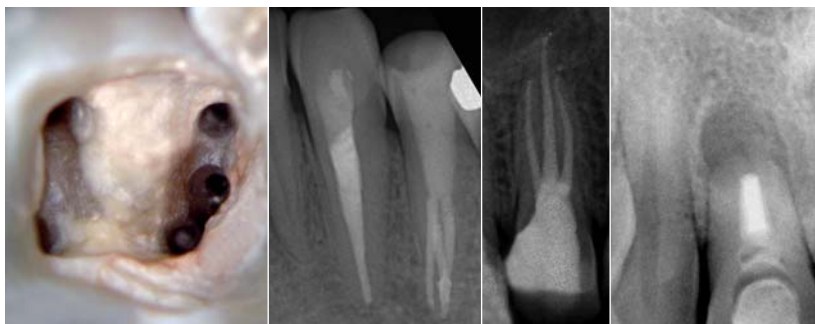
Unterkiefermolar mit drei distalen Kanalarifizien. – Abb. 2: Röntgenbild der Regio 33 und 34 nach erfolgter Wurzelkanalbehandlung. Als Besonderheit weist der erste Prämolare drei Wurzelkanäle auf. – Abb. 3: Oberkieferprämolare, der in seinem Erscheinungsbild einem „Mini-Molaren“ entspricht. – Abb. 4: Oberkieferfrontzahn mit Zustand nach mehrmaliger Wurzelspitzenresektion und persistierender apikaler Parodontitis.
